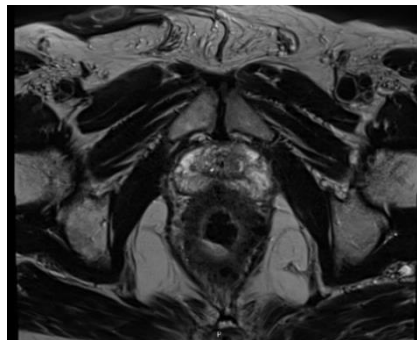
IRM SEQUENCE AXIALE T2 :
